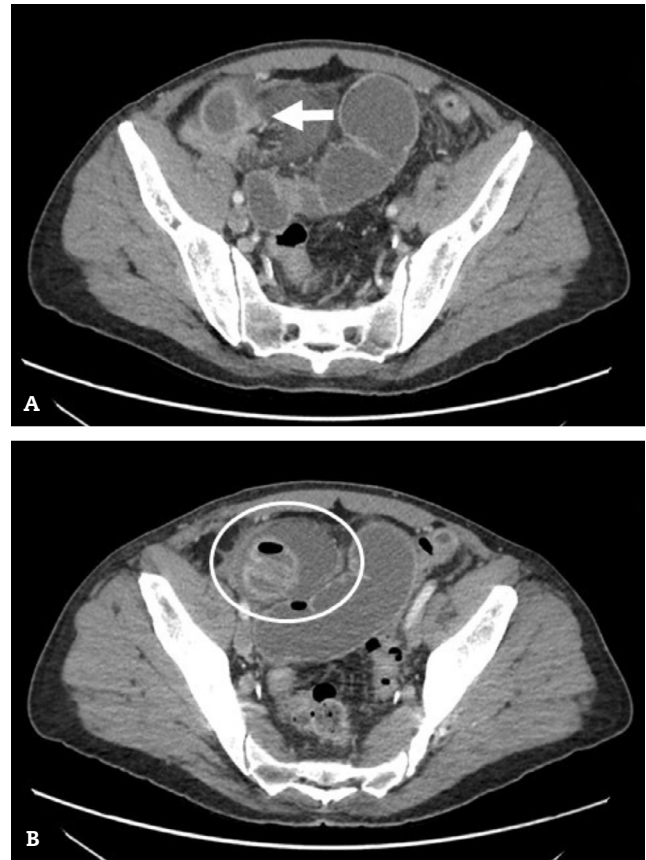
Visión axial de TAC abdominal: cambio de calibre ileal en el anillo herniario (flecha). A) Realce al contraste de la pared intestinal del segmento incarcerado en el espacio preperitoneal. B) Presencia de líquido libre intrabdominal loculado (elipse), que engloba el asa aferente y eferente en vecindad a dicho anillo.
